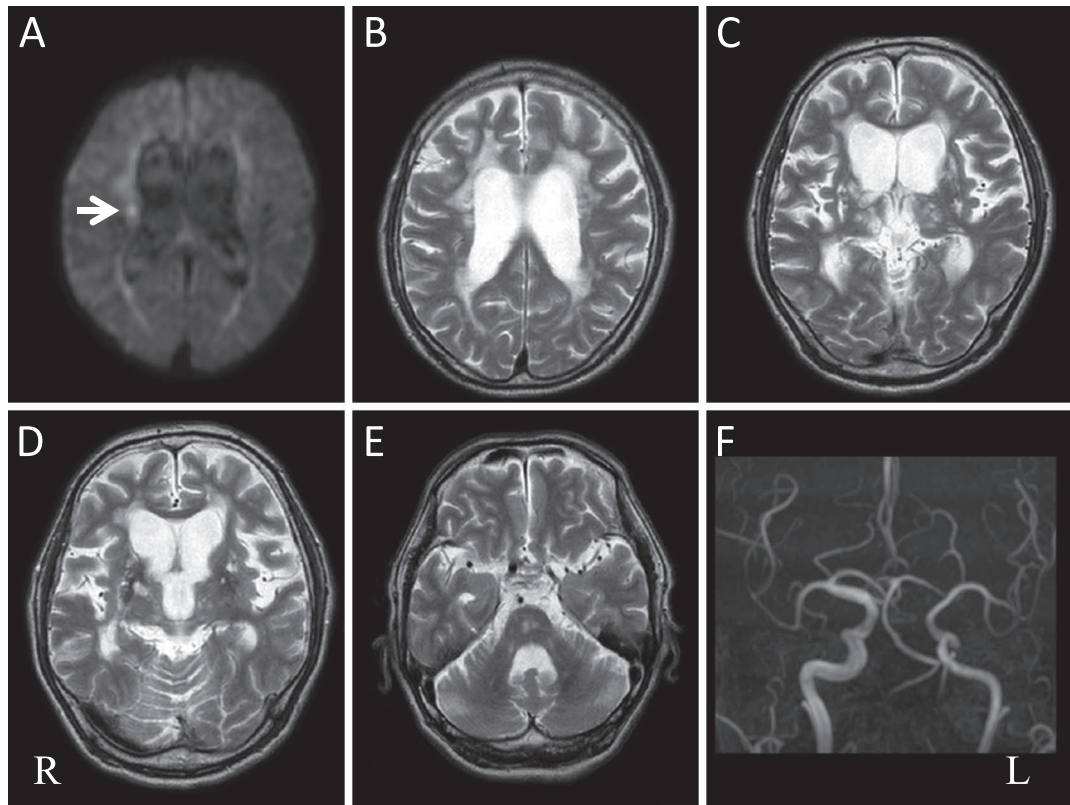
Brain MRI and MRA.
